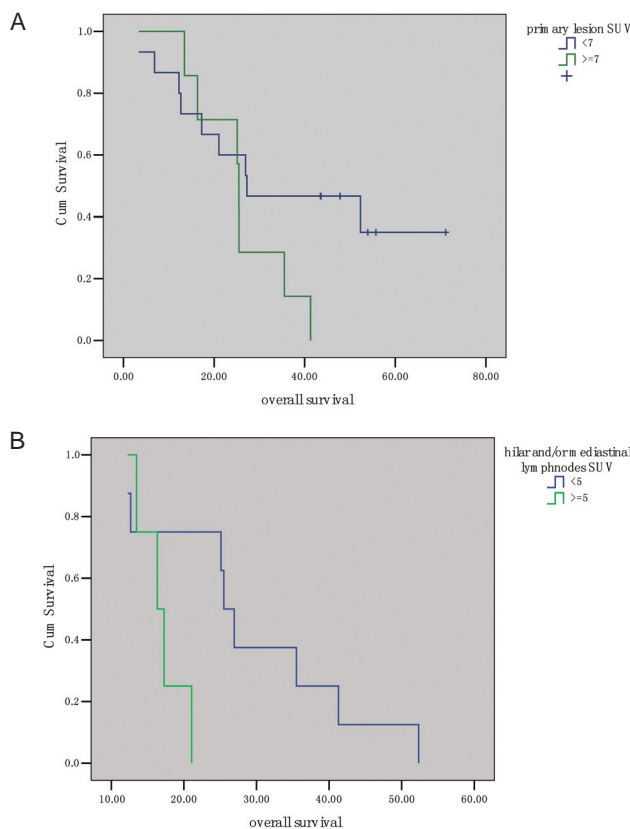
原发灶 (A) 和转移淋巴结 (B) SUV对生存期的影响 Fig 2 SUV of primary (A) and metastasis lesions (B) in PET
